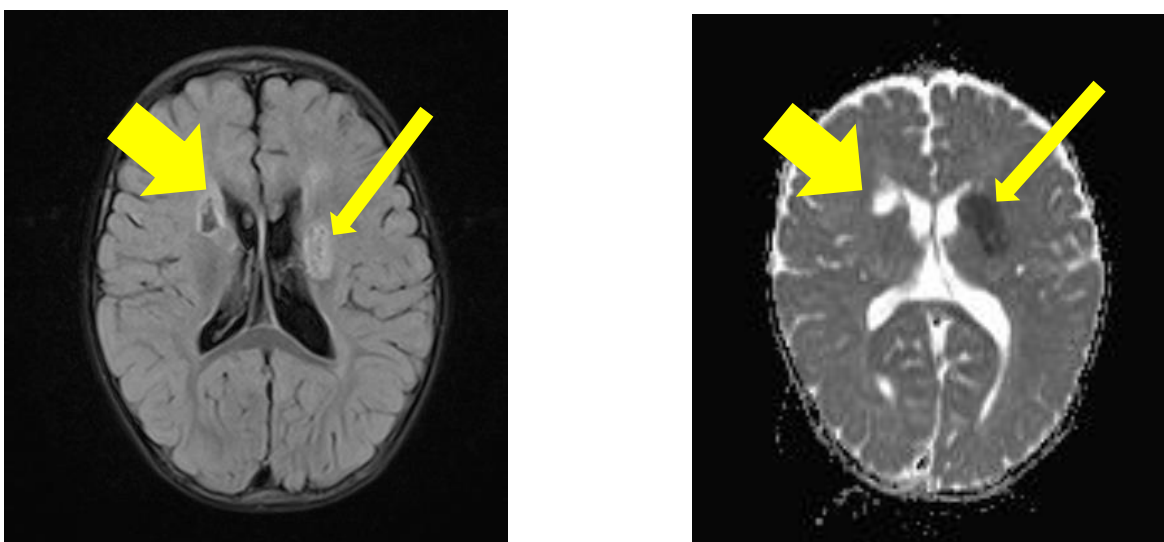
Copil 14 luni, aspect RMN cerebrală cu prezența unui focar ovoid de ischemie subacută (25x15 mm) la nivelul nucleilor bazali pe stânga, cu implicarea putamenului și a capsulei interne pe stânga, cu semnal RM hiperintens în TIRM și hiposemnal în ADC. Defect lacunar cronic (14x14 mm) cu hiposemnal în TIRM și hipersemnal în ADC, la nivelul materiei albe periventriculare frontale pe dreapta, cu implicarea parțială a putamenului drept.
